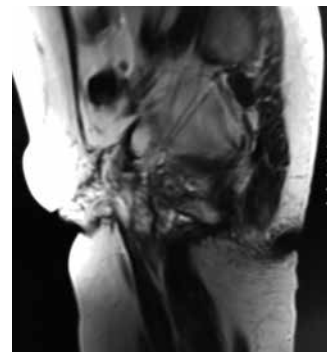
Resonancia Magnética Nuclear en donde se observa infiltrado por tejido fibroso en el tejido celular subcutáneo de región inguinal y perineal
